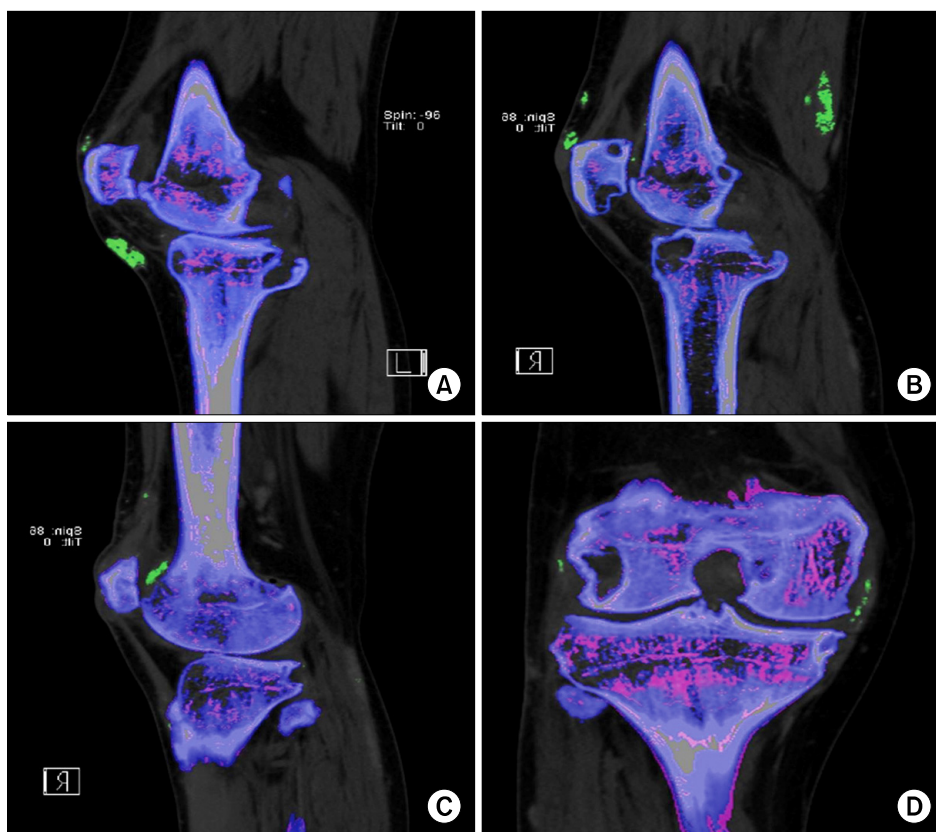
Dual energy CT (DECT) images of uric acid deposits in various anatomical locations in both knees of the patient: (A) Lt Infrapatellar bursa, (B) Rt prepatellar bursa and semi-membraneous muscle, (C) Rt suprapatellar bursa, (D) Rt medial collateral ligament. With the application of the three material decomposition algorithm, uric acid deposits are depicted in green, whereas calcium in bone is depicted in blue. Multiple large subchondral and paraarticular bone erosions of both knee joints with severe joint space narrowing are found in each image.
